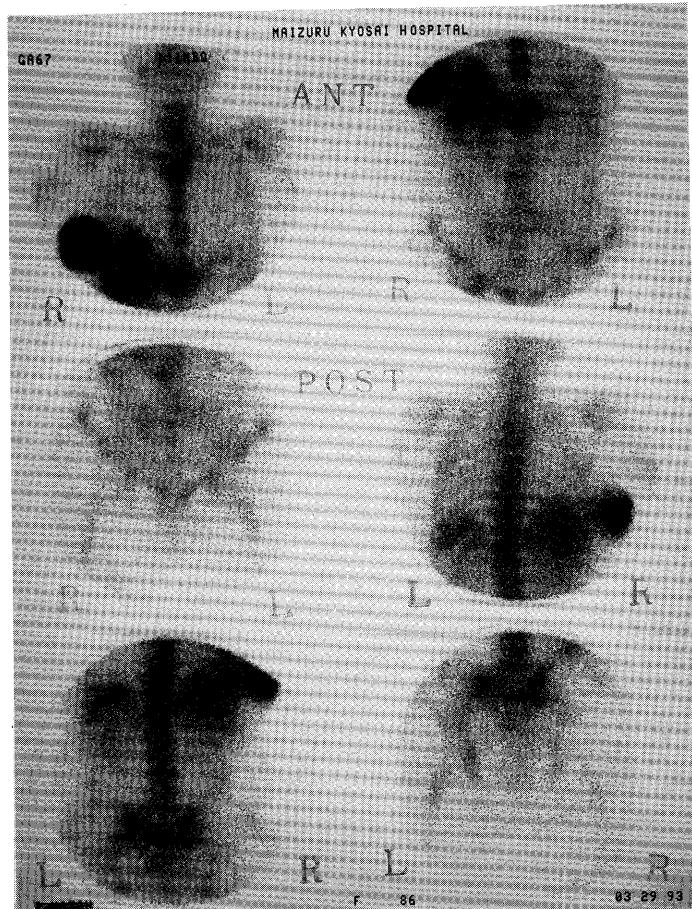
^{67}Ga scintigraphy shows the intense uptake of this tracer in the right breast, suggesting malignant lymphoma.
